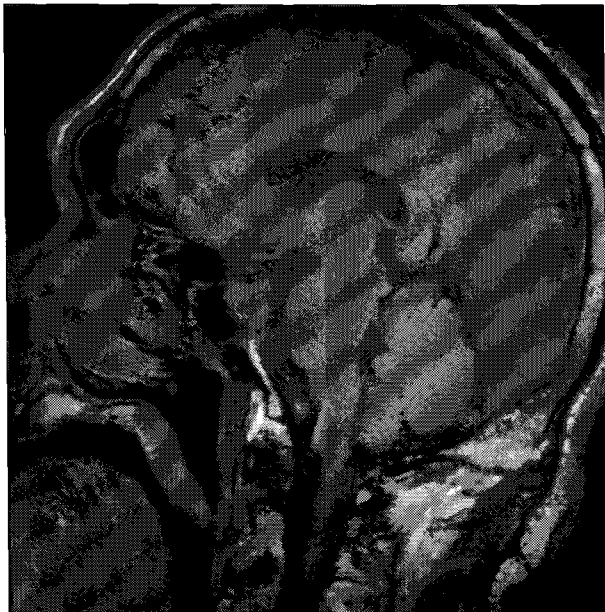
Saggital scan of MRI. The patient showed 1.8 cm sized pituitary mass. This mass was confirmed with pituitary adenoma.
